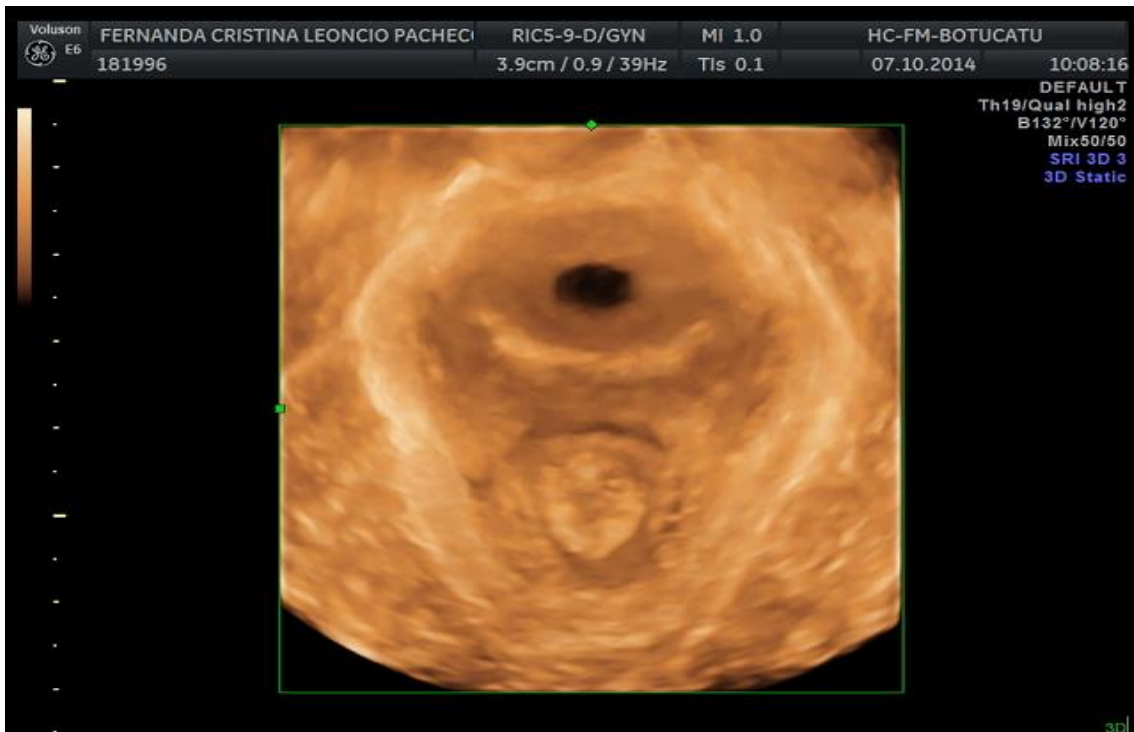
Ultrassonografia tridimensional (3D) do assoalho pélvico.
